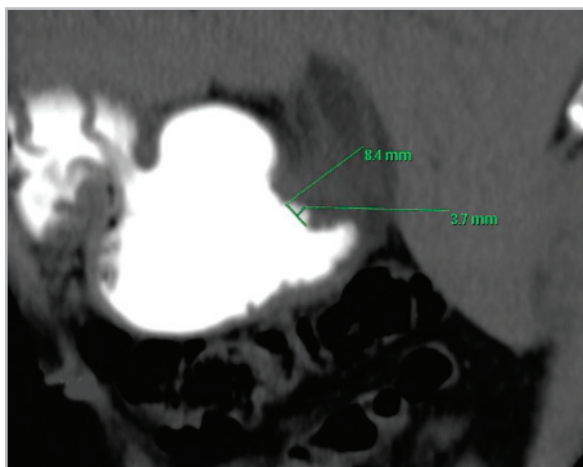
Компьютерная томограмма брюшной полости пациента Ч. — на задней стенке 12-перстной кишки отмечается язвенная ниша размерами 3,7 × 8,4 мм, с нечеткими, размытыми, закругленными краями
